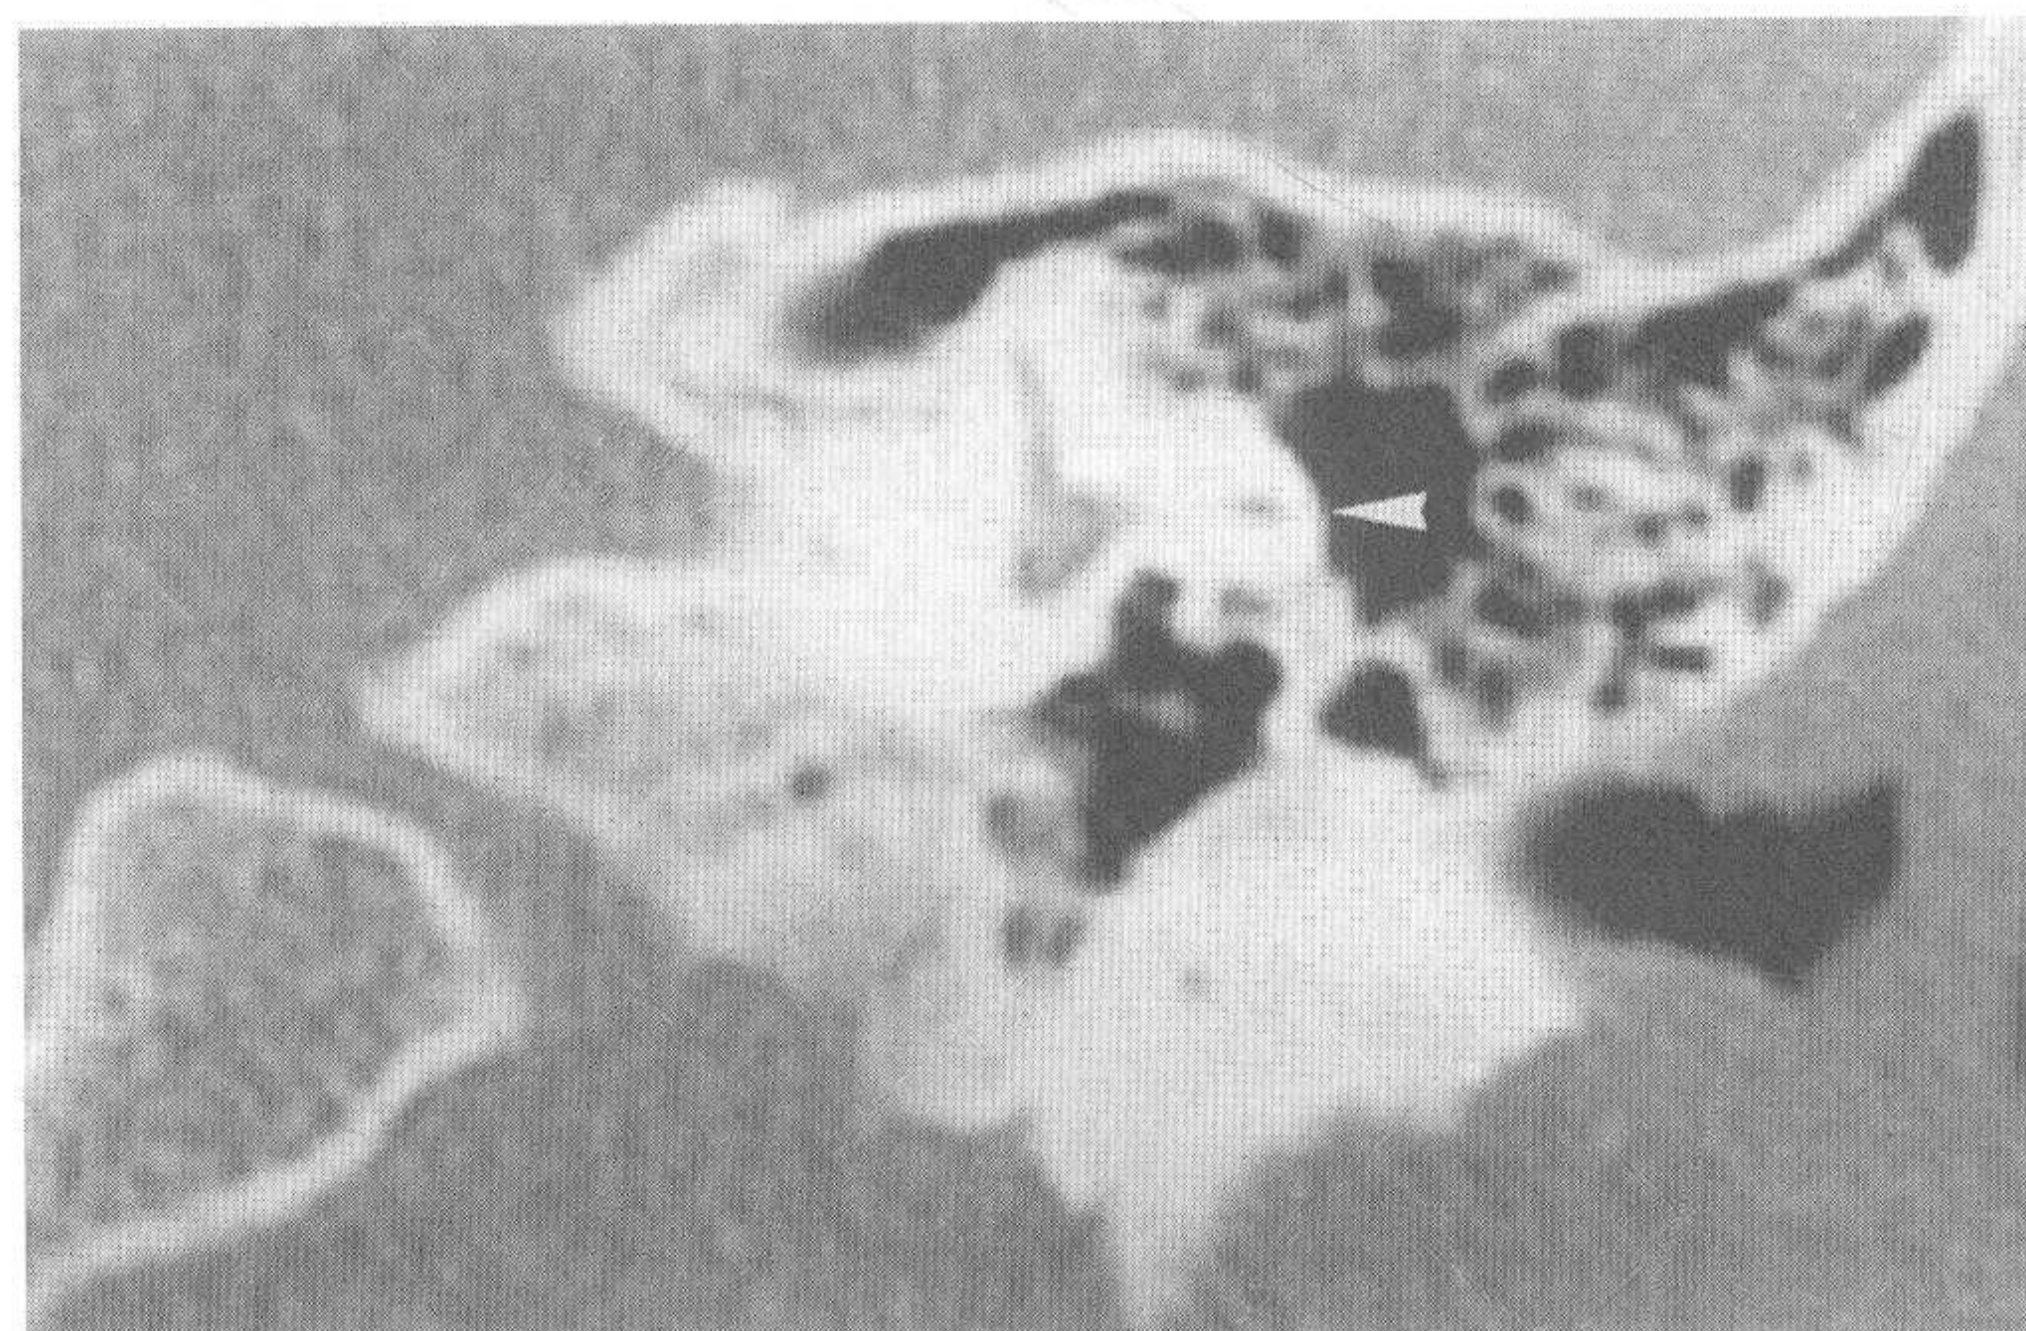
对应正常颞骨CT图像 (小箭头示水平半规管)
